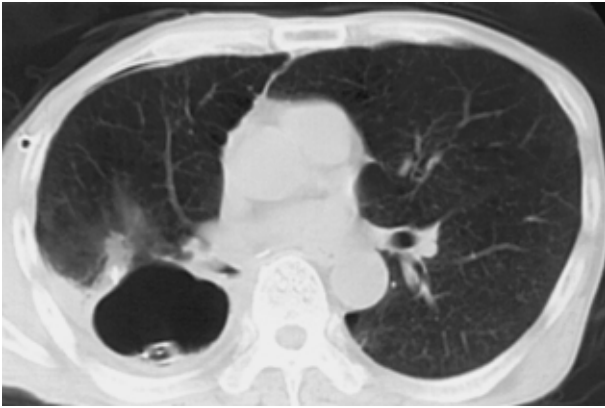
Chest CT scan on the 14th postoperative day after re-operation again showing a pleural cavity in the right thorax.
